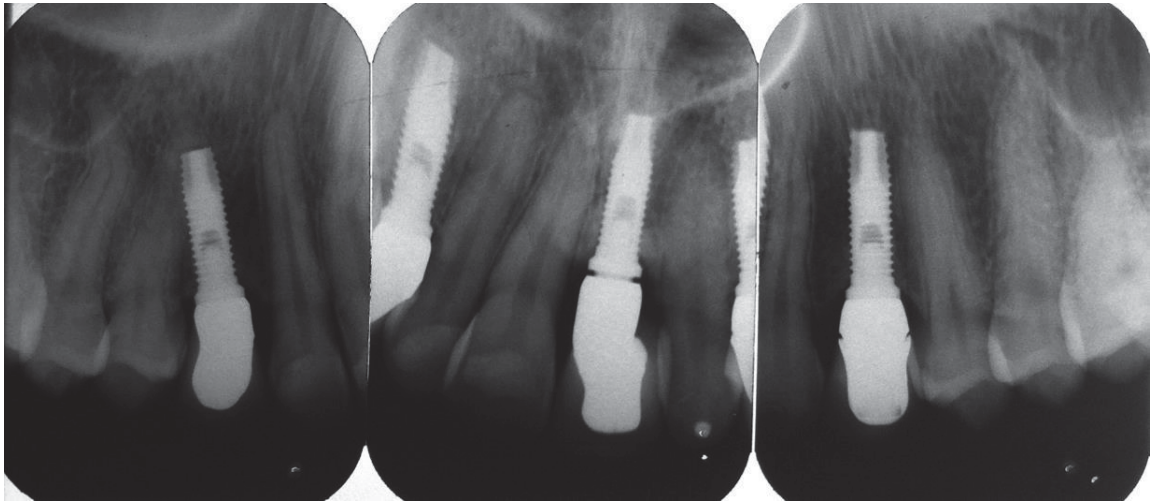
Radiografias periapicais dos implantes dos elementos 13, 21 e 23.
